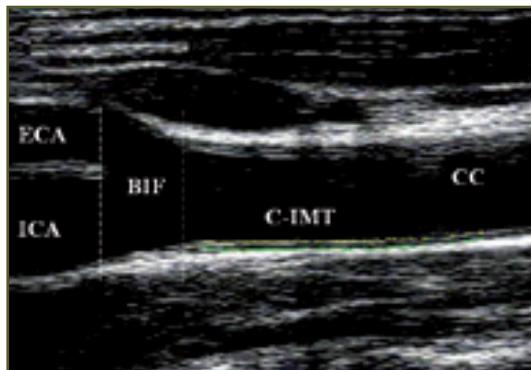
Tipica immagine ultrasonografica di una carotide extracranica dove sono facilmente riconoscibili la carotide comune (CC), la biforcazione (Bif), la carotide interna (ICA) e la carotide esterna (ECA). Lo spessore del complesso medio intinale (C-IMT) è delimitato dai puntini gialli e verdi.
